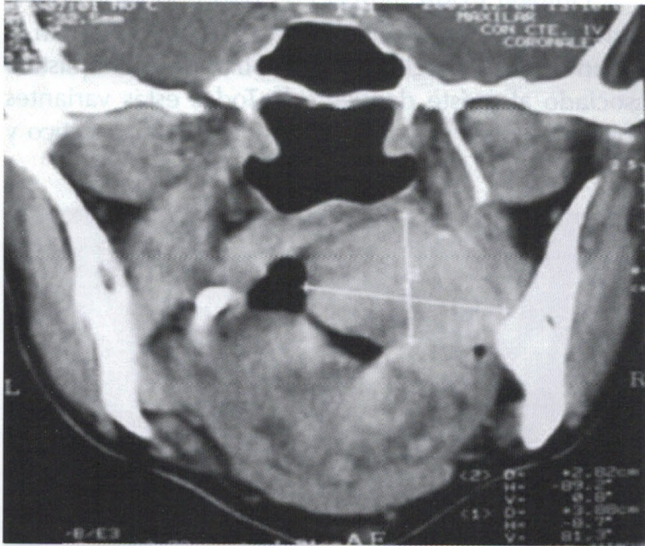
Corte coronal en una tomografía, en la que se observa imagen radiodensa en la cara interna mandibular, que sauceriza estructuras óseas.
